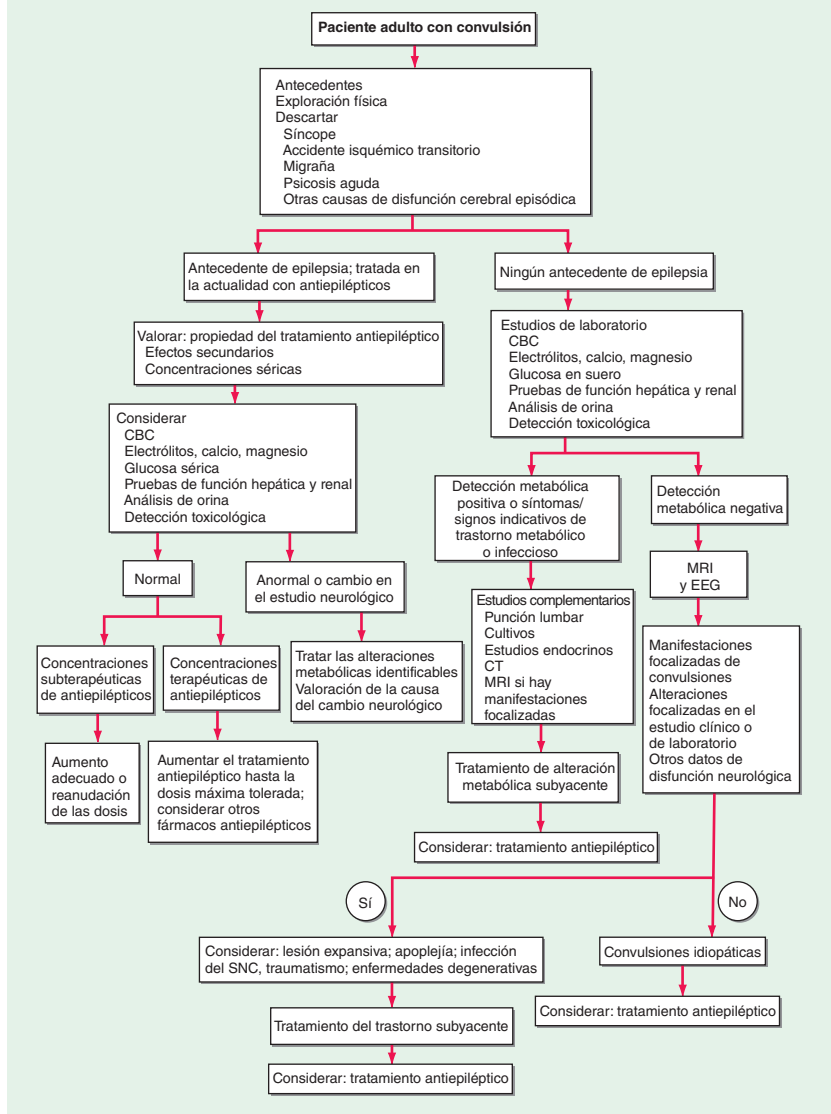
Valoración del paciente adulto con una crisis epiléptica. CBC, biometría hemática completa; SNC, sistema nervioso central; CT, tomografía computarizada; EEG, electroencefalograma; MRI, imágenes por resonancia magnética.
